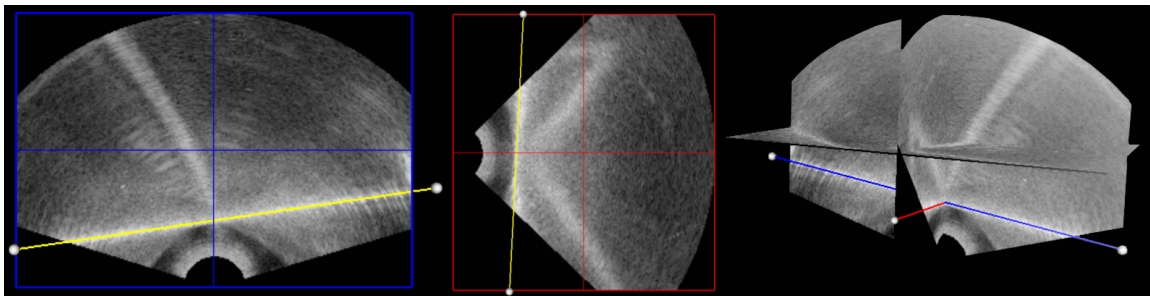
Détection de lignes via la transformée de Hough dans une échographie 3D. Visualisation d’une coupe centrale (à gauche), d’une coupe sagittale (au milieu) et d’une représentation 3D (à droite) où un rehaussement laplacien suivi d’une transformée de Hough ont permis la détection des lignes représentant le plan de calibrage.
